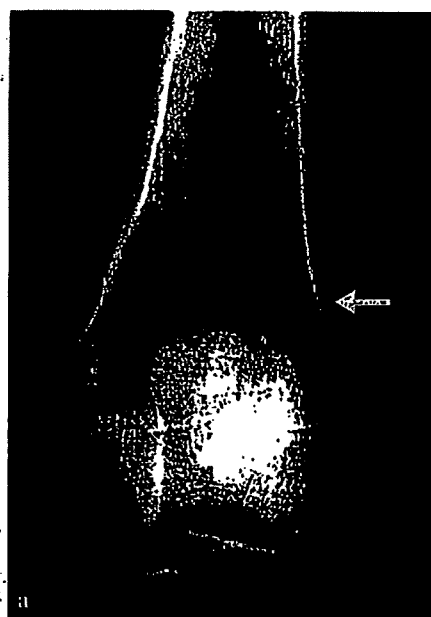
搔爬+骨移植術(大腿骨動脈瘤様骨嚢腫) a: 単純X線, b: 骨皮質の開窓。大腿骨遠位骨幹端部に辺縁硬化を伴わない地圓状の骨吸収性病変を認める。開窓は病変全体を直視下に搔爬可能なように十分に広く行う。
